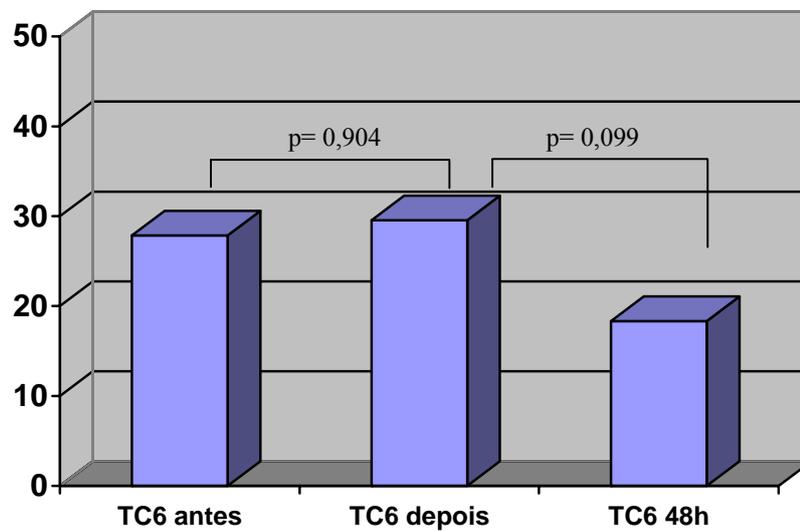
Intensidade do dano de DNA antes, após e 48 horas após o TC6 em portadores de DPOC.
